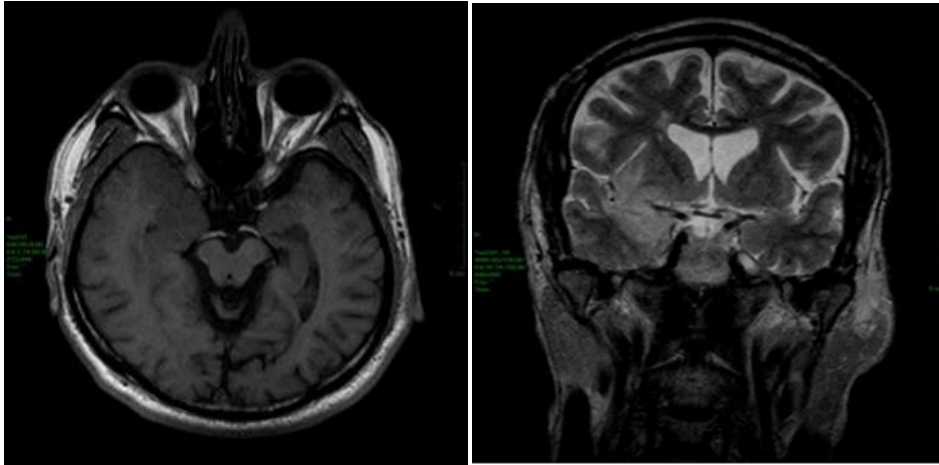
Resonancia magnética. Corte axial ponderado en T1 y coronal ponderado en T2 respectivamente.
